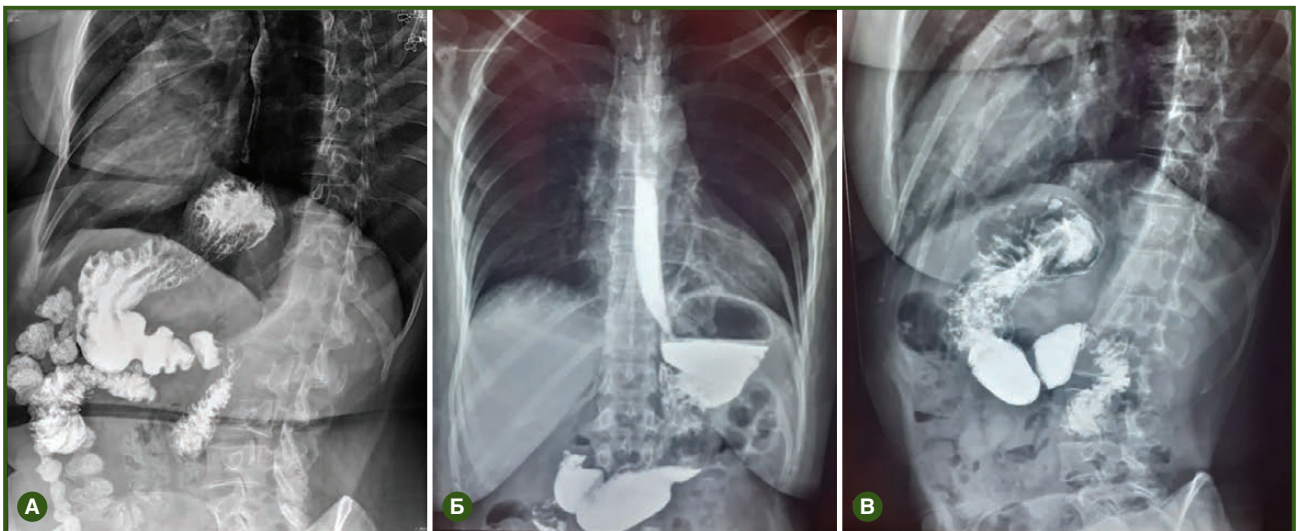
Рентгенологічне дослідження хворого Ф.: А — в доопераційному періоді; Б, В — в післяопераційному періоді
